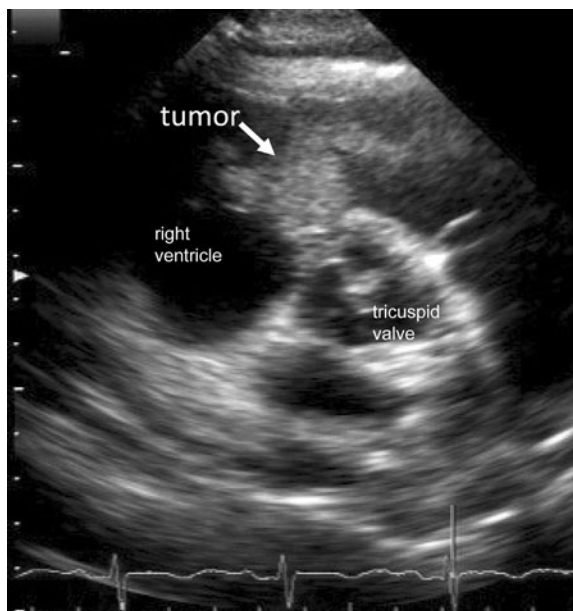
Echocardiographic examination showed a tumor attaching the right ventricle and tricuspid valve.
